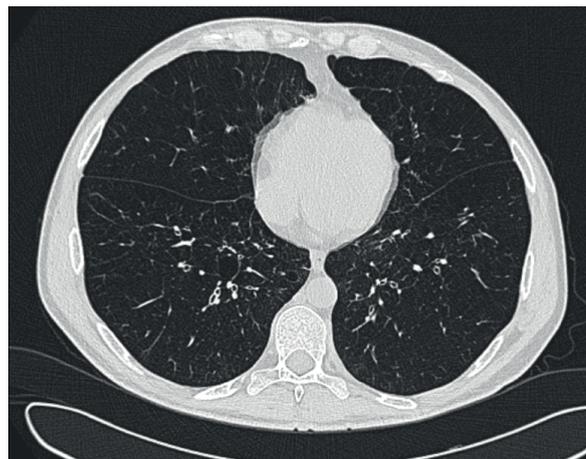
Immagine TC ad alta risoluzione con evidenza di significativa rarefazione della densità del parenchima polmonare, presenza di due bolle enfisematose di discreta entità e rare bronchiectasie
